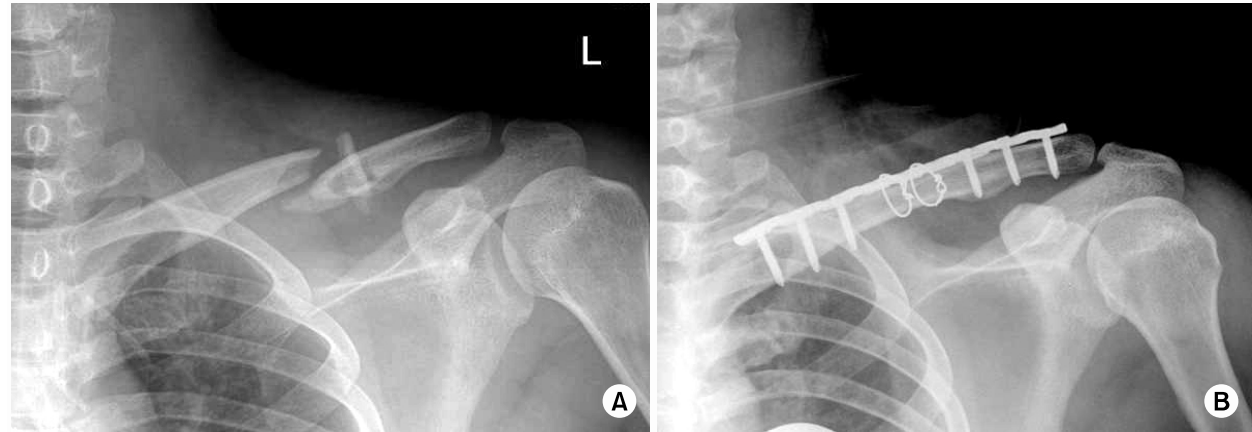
(A) and (B) are preoperative radiograph and postoperative radiograph in open reduction and internal fixation with plate and screw.
